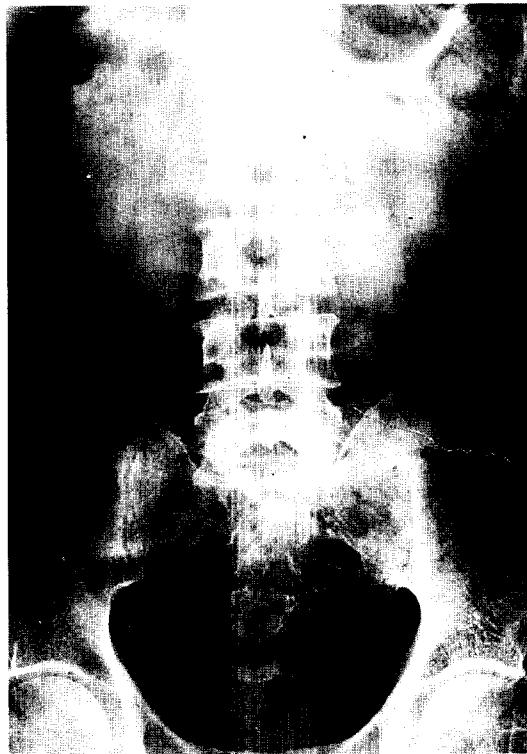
KUB Film, X-ray shows radiopaque stone density in right upj 5cm(arrow).
